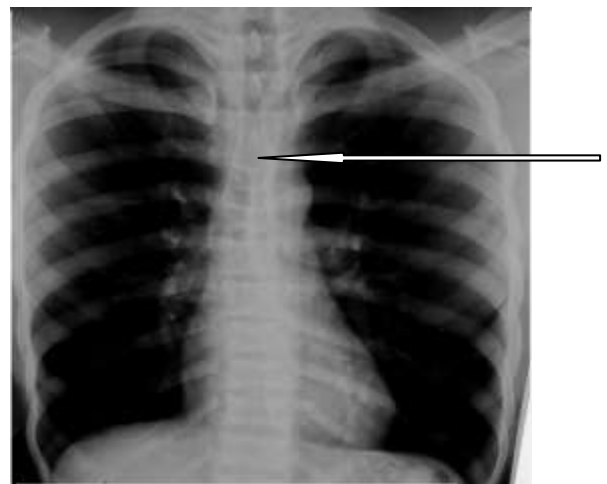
radiographie thoracique de face montrant une déformation en « H » d'une vertèbre thoracique
